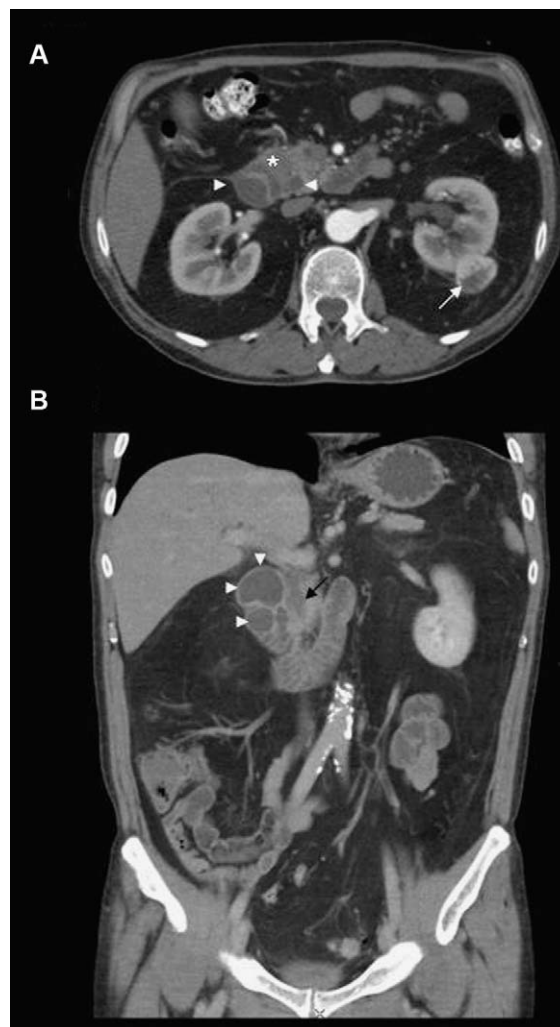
TC abdominal tras introducción de contraste intravenoso. A) Imagen axial; B) imagen coronal. Se aprecia una lesión hipodensa (asterisco) a nivel del surco pancreaticoduodenal, que origina una dilatación de colédoco en «punta de lápiz» (flecha negra) y que asocia múltiples quistes en la pared duodenal (puntas de flecha). Se objetiva la neoplasia renal (flecha blanca).
